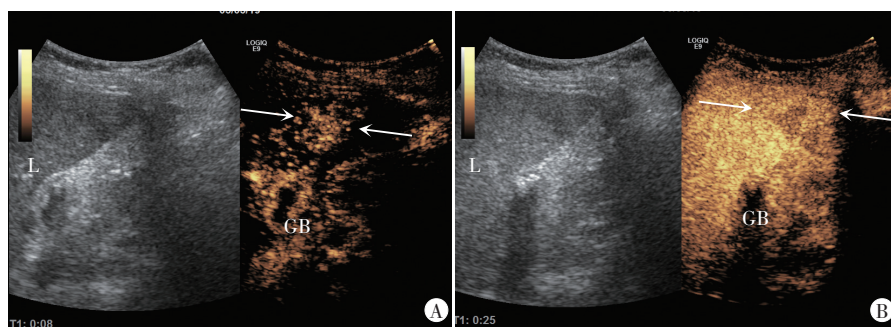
肝左内叶 S4 段结节超声图像(L: 肝脏; GB: 胆囊)
